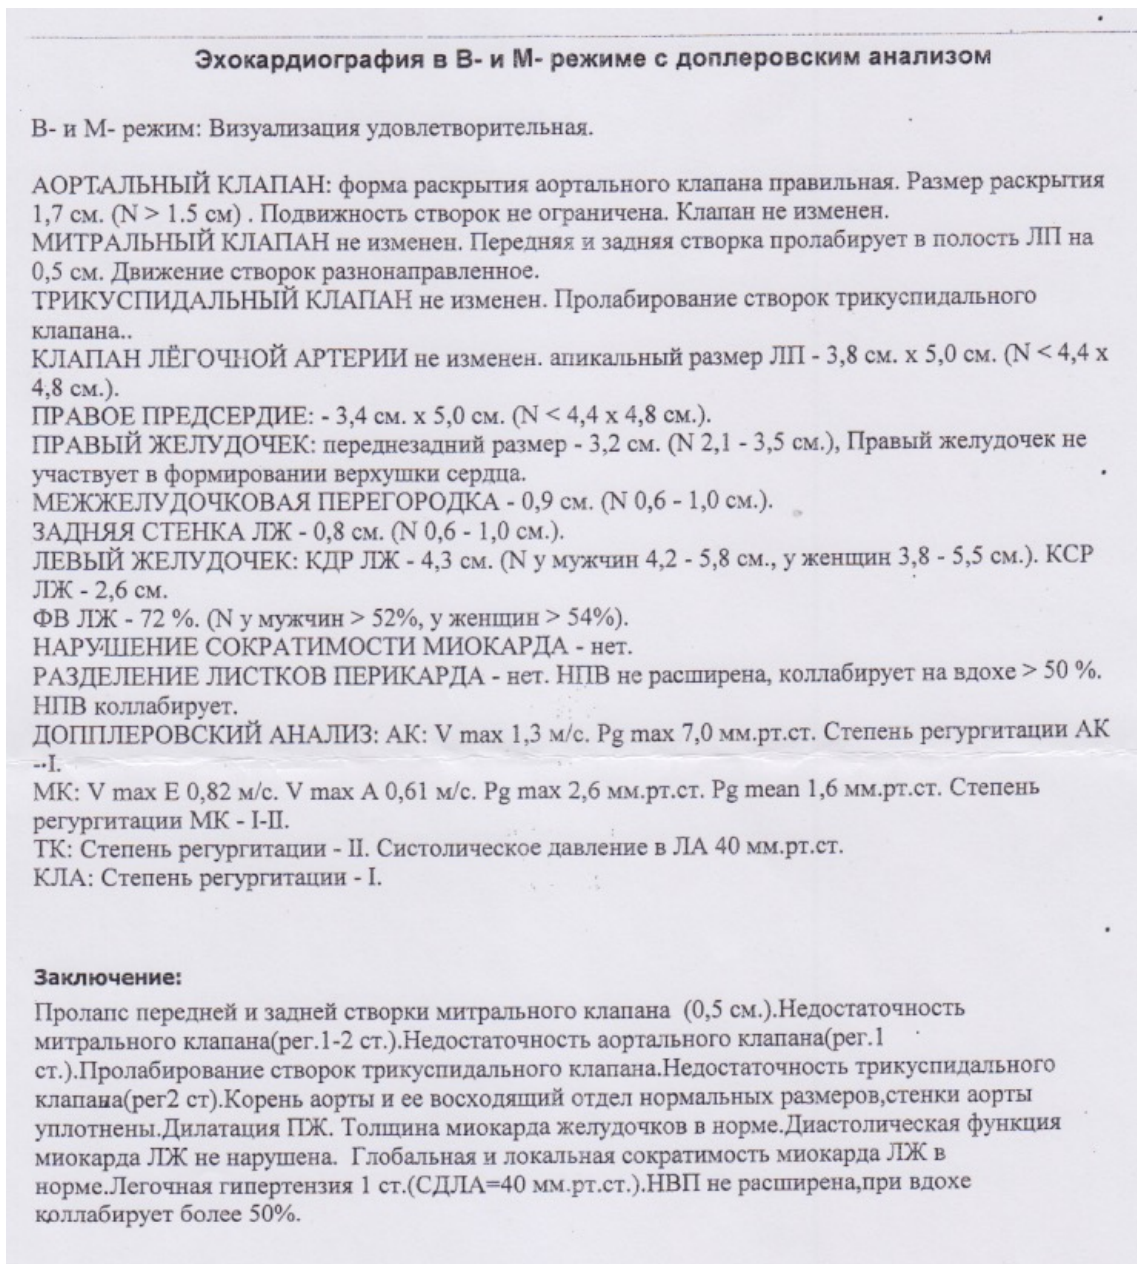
Эхокардиографическое заключение у беременной с ПМК и сопутствующими кардиоваскулярными проявлениями нДСТ
